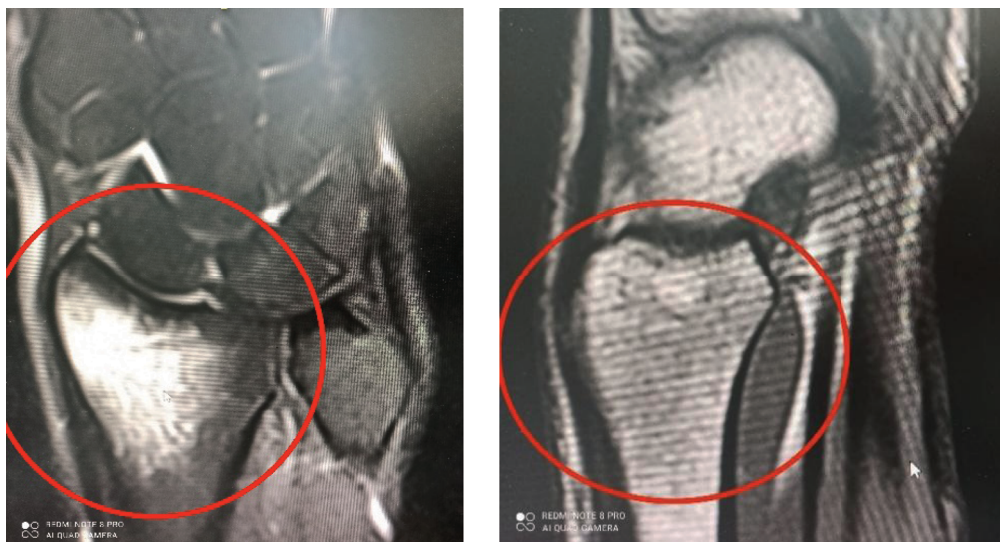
Серия снимков МРТ через 7 дней после серии внутрикостных блокад в шиловидный отросток правой лучевой кости (МРТ 1,5Т)
